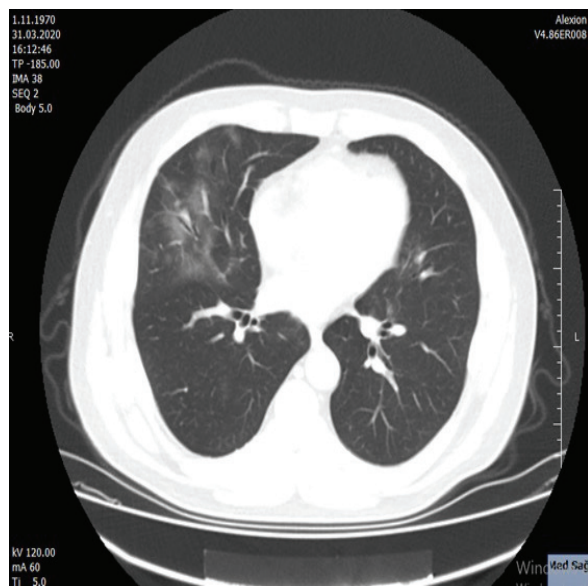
Thorax CT image at the first presentation of the patient
